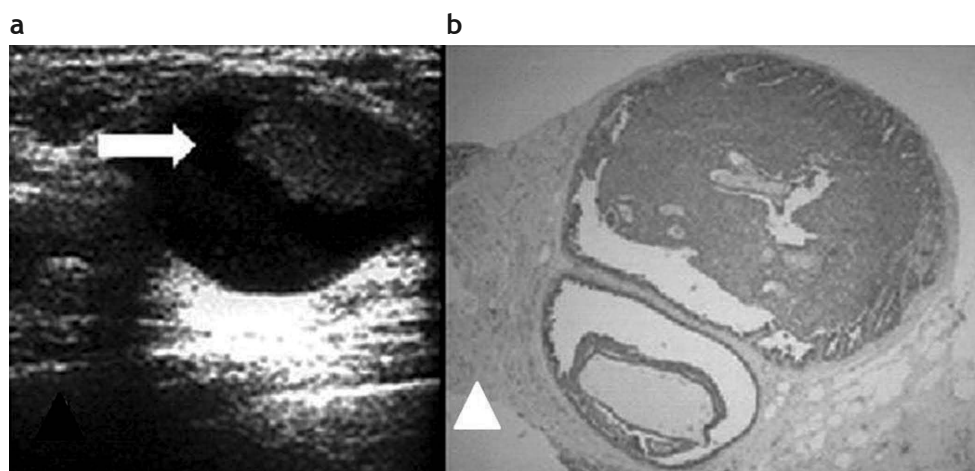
Papiloma intraquístico. (a) Masa sólida (flecha) en el interior de una imagen quística, evaluada por ecografía, sobre la que se realizó una punción con aguja de disparo y aguja 14 Gauge. (b) Papiloma atípico. Hematoxilina-eosina 4x. Punción con aguja gruesa.
